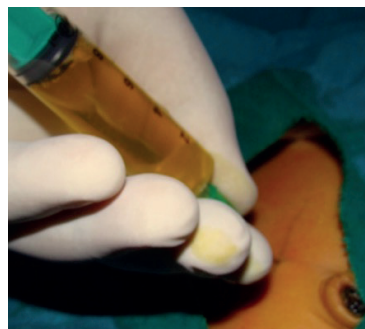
Ponction écho-guidée ramenant un liquide jaune citrin. (Marquage à la paroi fait lors du temps échographique).
